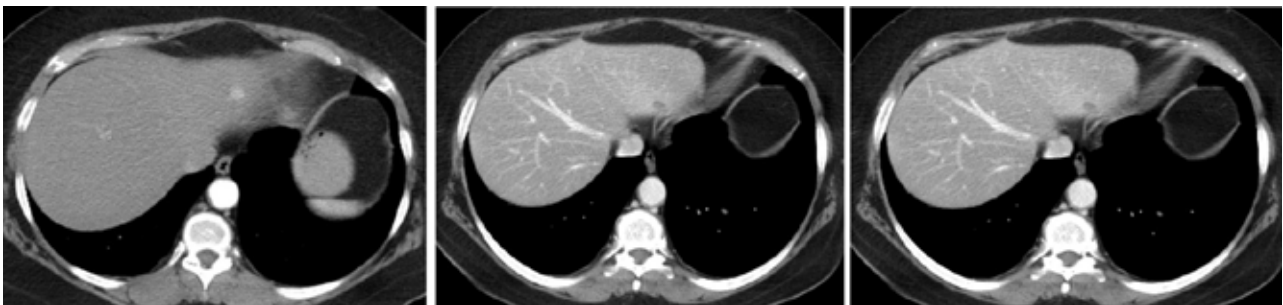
Пациентка Д. СКТ метастаза МРЩЖ до (17.05.2017 г.) и после хирургического лечения (22.03.2018 г. и 03.09.2021 г.)
